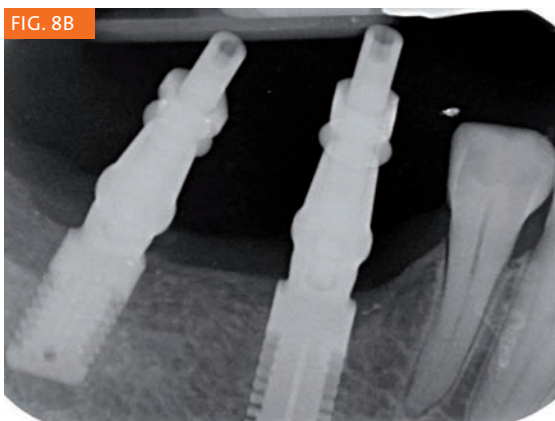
CT situazione impianto al controllo a 4 mesi.
